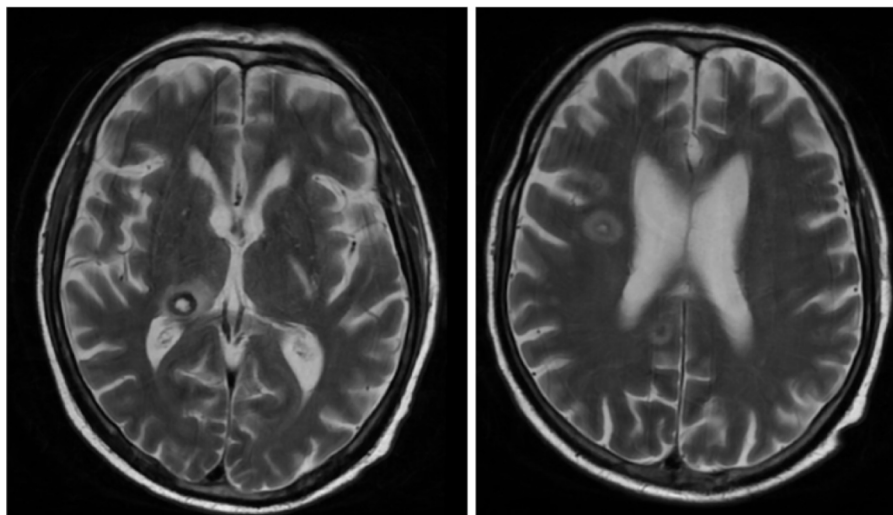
RMN cerebral. Se detectan al menos 13 lesiones intraaxiales de morfología redondeada localizadas en ambos hemisferios cerebrales con halo hiperintenso.
